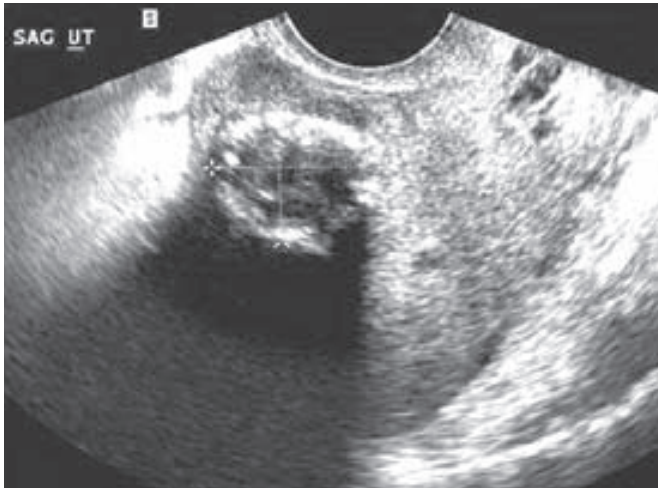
Ecografía transvaginal de un leiomioma intramural con los bordes calcificados. (Cortesía de la Dra. Elysia Moschos.)
